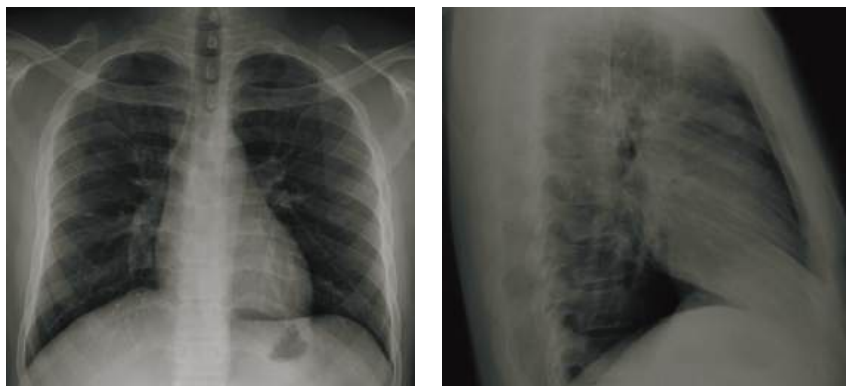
Обзорная рентгенография груди через месяц после травмы: без патологии
